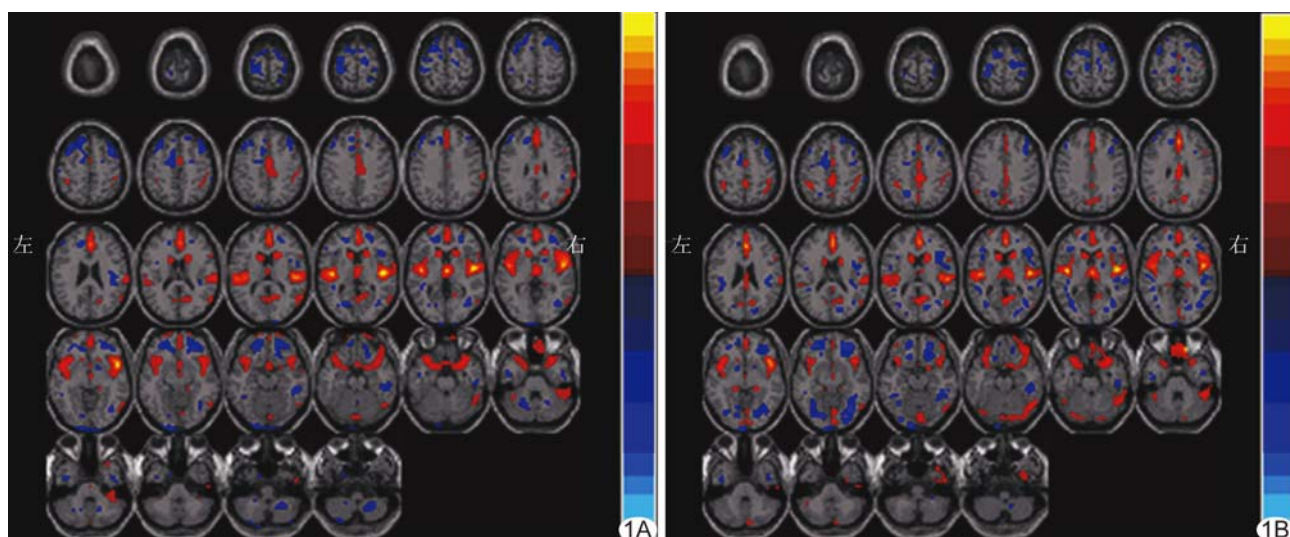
^{11}C -pIB 与 ^{18}F -FDG 相关网络 ^{11}C -pIB 低灌注(A)与 ^{18}F -FDG 低代谢区(B)相关的脑区包括双侧额中回、前扣带回、后扣带回/楔前叶、颞上回、颞极和眶额回
